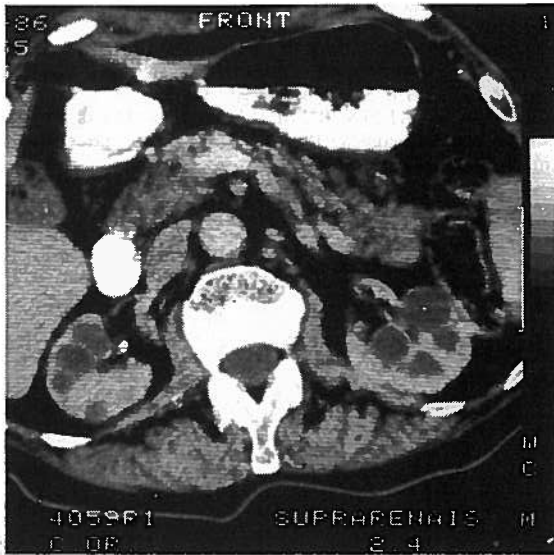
Tomografia axial computadorizada dos rins: múltiplos quistos bilaterais renais (diâmetros entre 0,5 e 3 cm).
